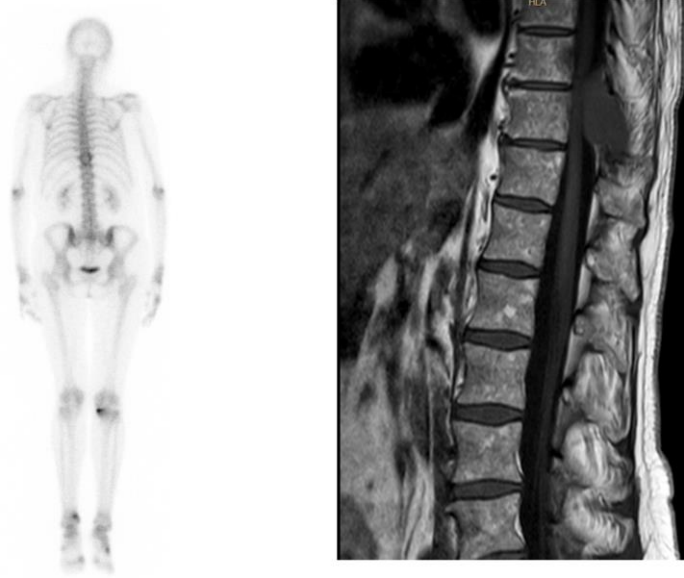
Gammagrafia òssia posterior i RMN dorsal amb presència de metastasi.
